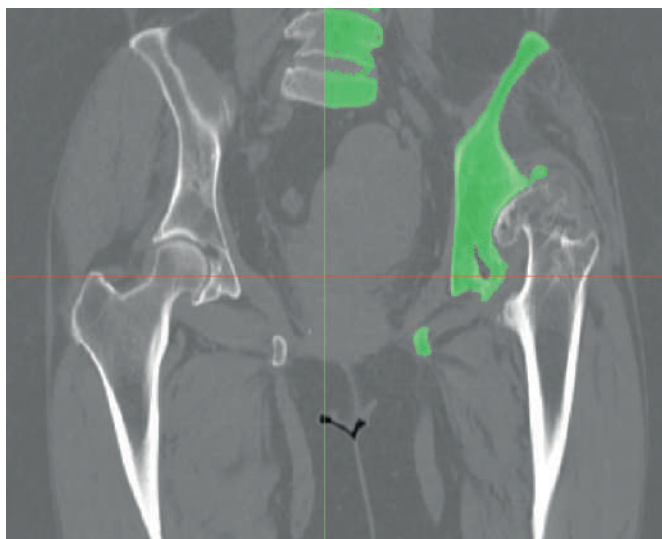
Вигляд зображення комп'ютерної томографії лівого кульшового суглоба після обробки на першому етапі
